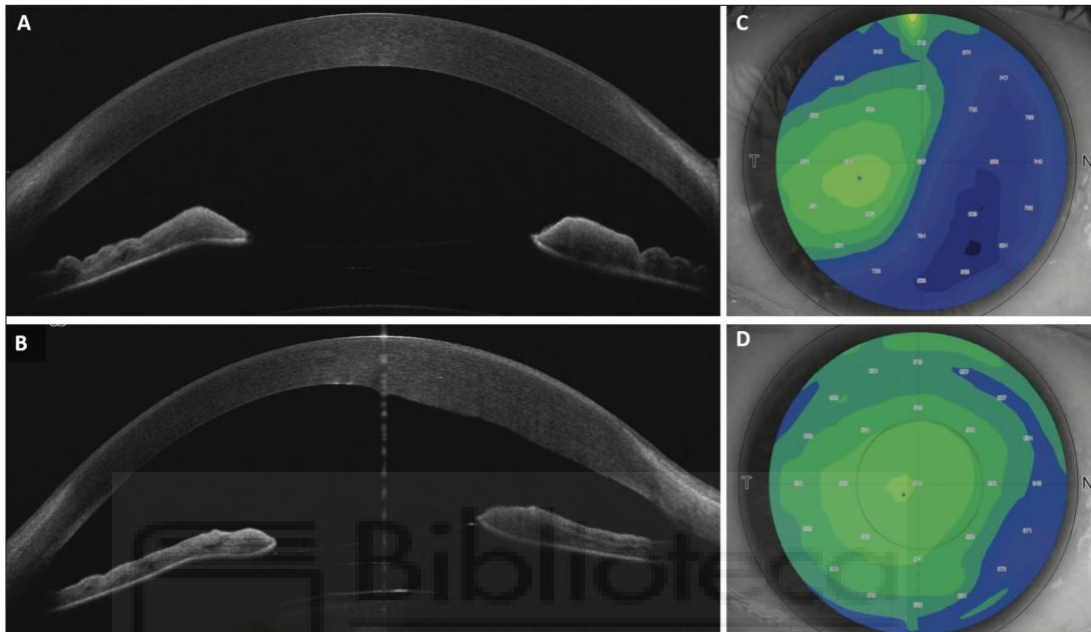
Tomografía de coherencia del segmento anterior y paquimetría a las (A) 24 horas, (B-C) 48 horas, y (D) 3 semanas
